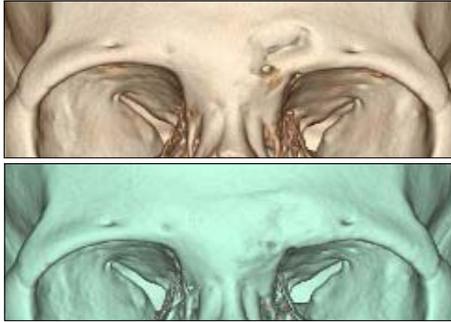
Three-dimensional facial bone computed tomography. (Above) Preoperative view, (Below) 10 months postoperative view.
